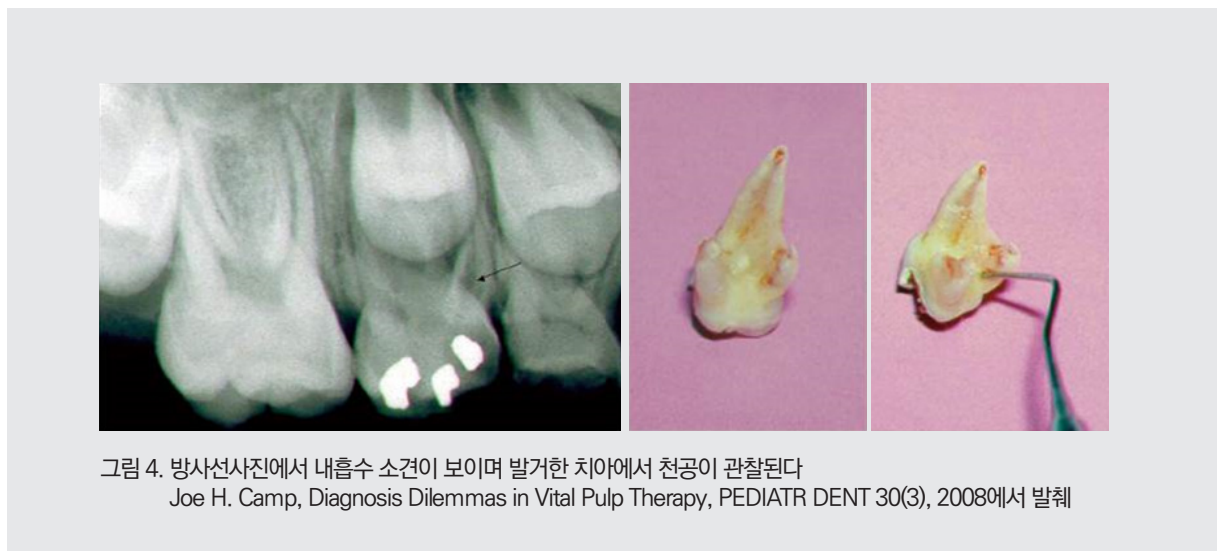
방사선사진에서 내흡수 소견이 보이며 발거한 치아에서 천공이 관찰된다
